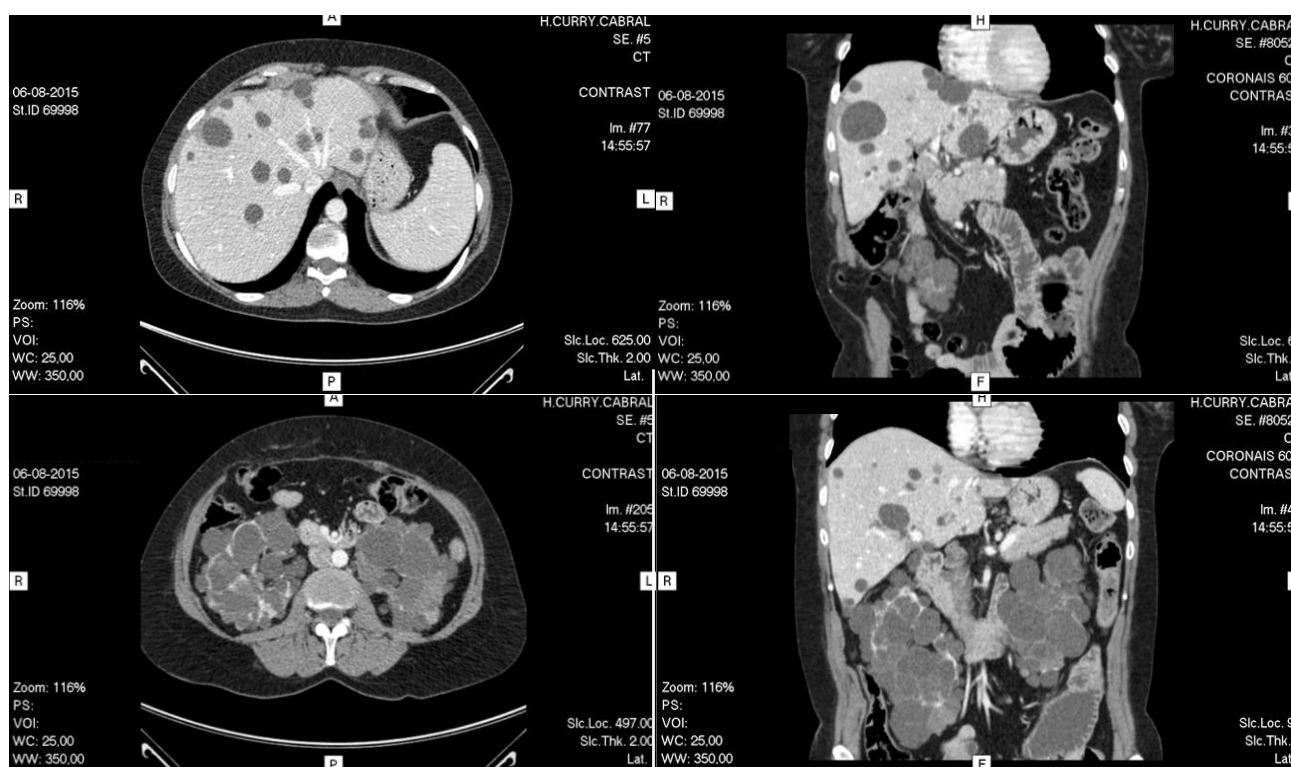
TC abdominal com contraste de agosto de 2015 a revelar múltiplos quistos hepáticos e renais.
